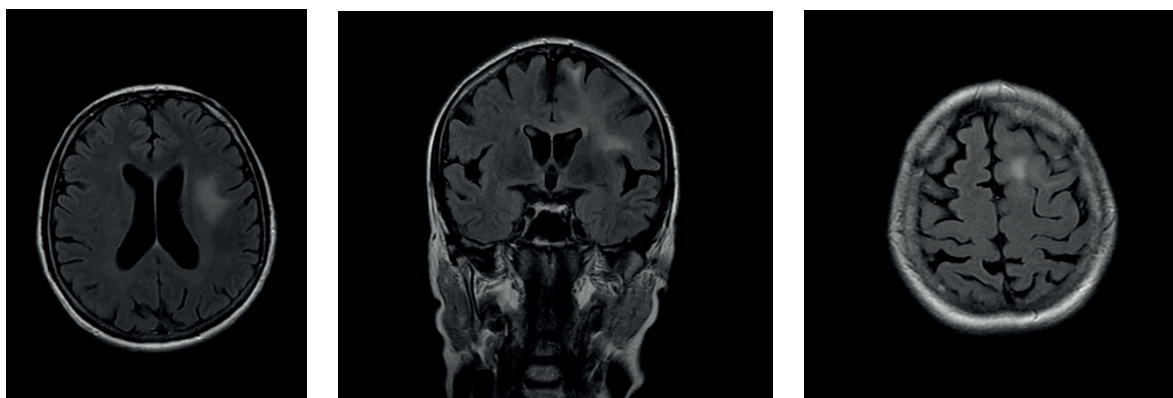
МРТ головного мозку пацієнтки В. від 13.10.2020 року (ділянки гіперінтенсивності позначено червоними стрілками)
